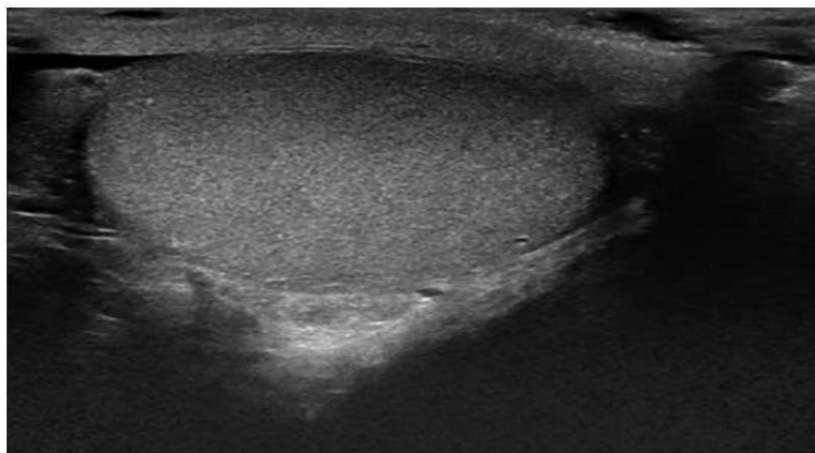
Homogenous echogenic pattern of the normal testis on ultrasound.
